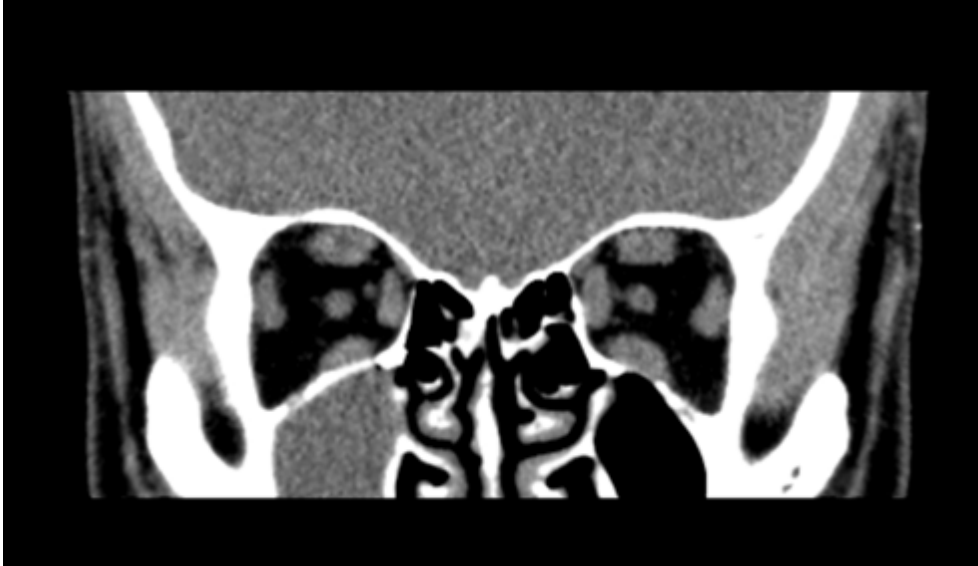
CT-Bild eines Schädels in der Frontalebene: keine wesentliche Vergrößerung der Augenmuskulatur
